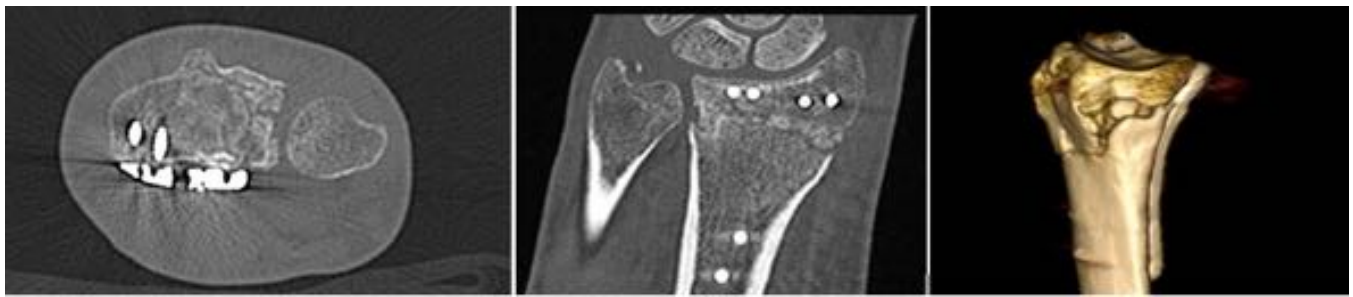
Imágenes de TC del paciente de la Fig.11 en el plano axial (izquierda), coronal (central) y volumétrica (derecha). Se objetivan múltiples trayectos de fractura que interesan a la cavidad sigmoidea del radio. Se delimita un fragmento que se encuentra deprimido condicionando escalón y vacío articular.
